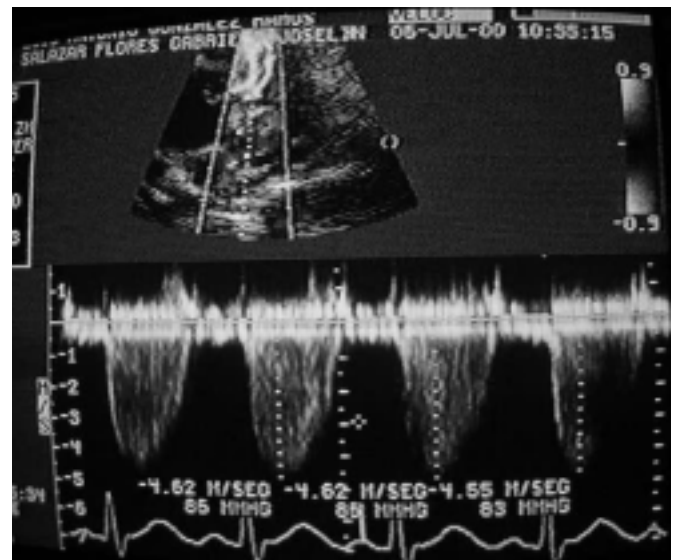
Ecocardiograma Doppler: muestra aumento en la velocidad del flujo sanguíneo en arteria pulmonar debido a estenosis.
